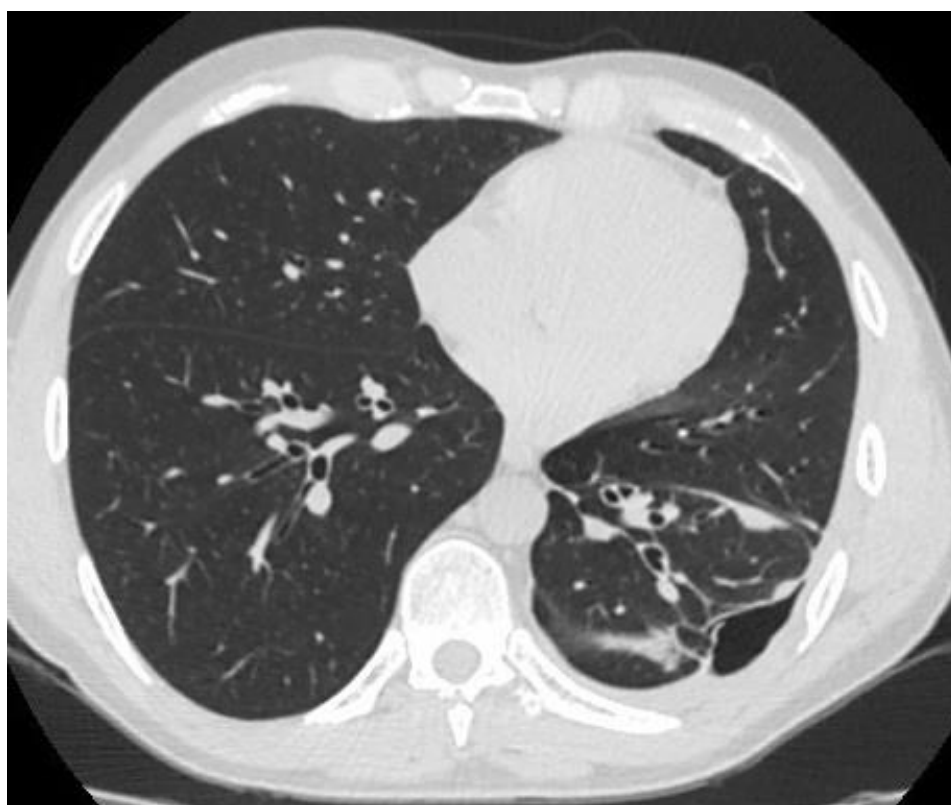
МСКТ больного Р. через 1мес. после операции
